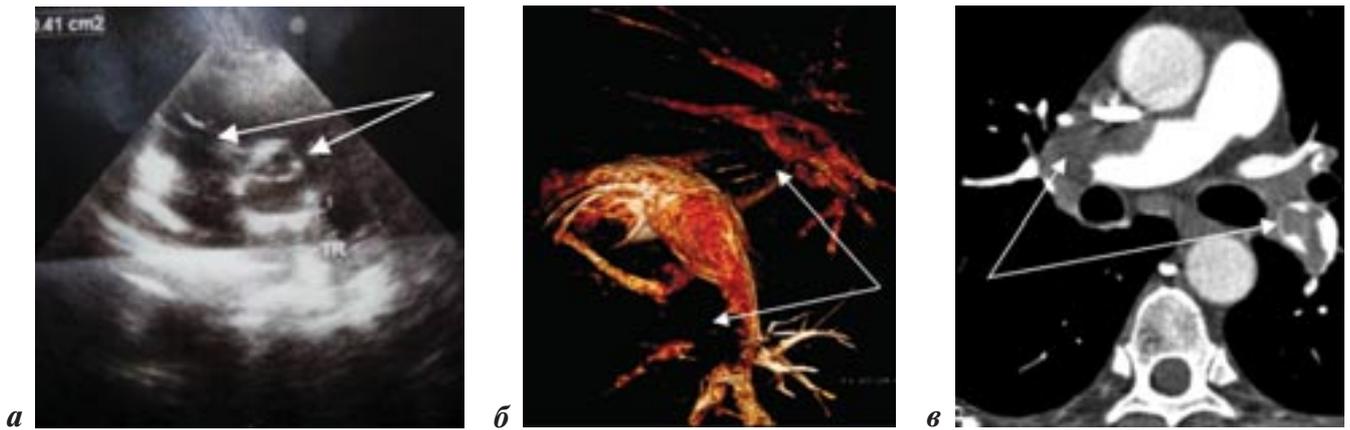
Массивная ТЭЛА с локализацией эмболов в главных ветвях ствола легочной артерии по данным эхокардиографии (а), ротационной ангиопульмонографии (б) и мультиспиральной компьютерной томоангиографии (в)
